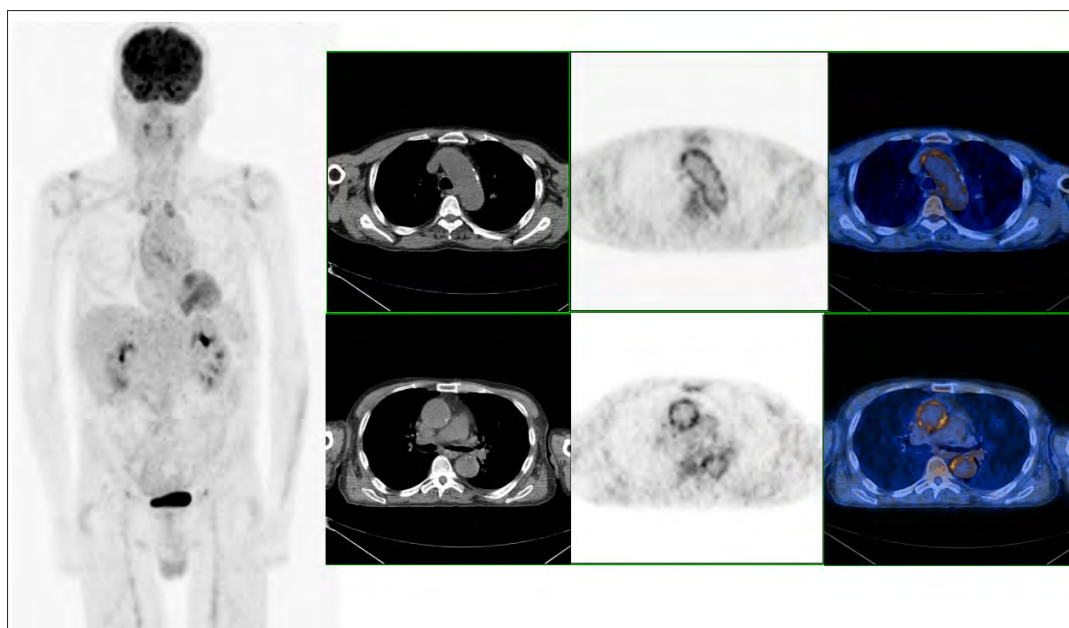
ACG e PMR: Aumento da captação de FDG-F18 nos vasos de grande calibre (aorta torácica ascendente, crossa da aorta, aorta torácica descendente e carótidas) associada a aumento da captação nas articulações dos ombros, em doente do sexo masculino de 66 anos, com FOI e poliartralgias.
